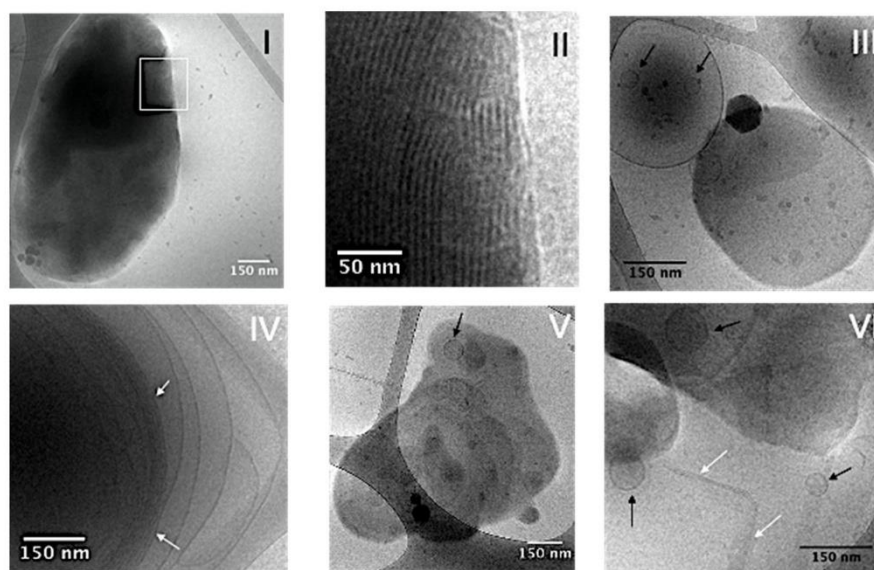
Morphology of objects formed by pure 6b (I,II) and its mixtures with SOPC (III, IV: 75 mol%, V: 50 mol%, VI: 25 mol% 6b). (II) is an enlargement of the nanoplatelet (I) showing the stacked bilayers. White arrows indicate the zones where stacked bilayers are visible. Black arrows point to SUV.
